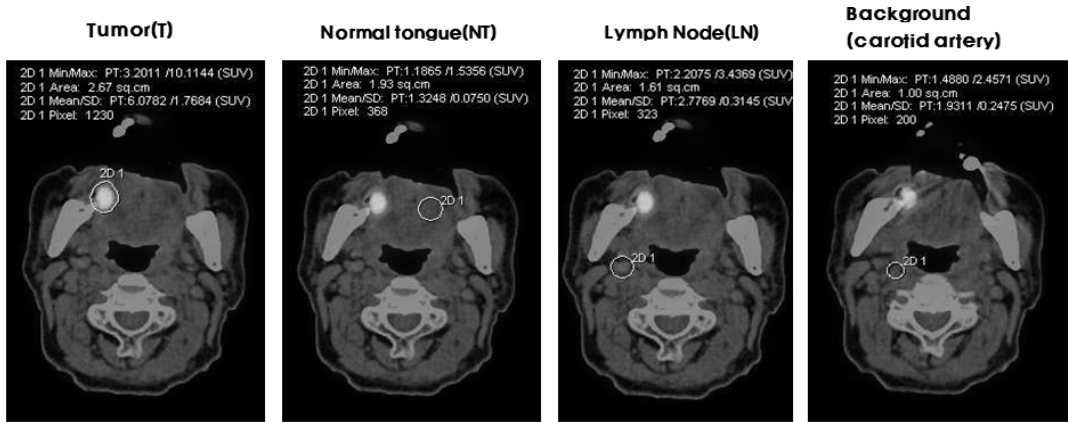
It was set up ROI in the head and neck image to evaluate SUV.
